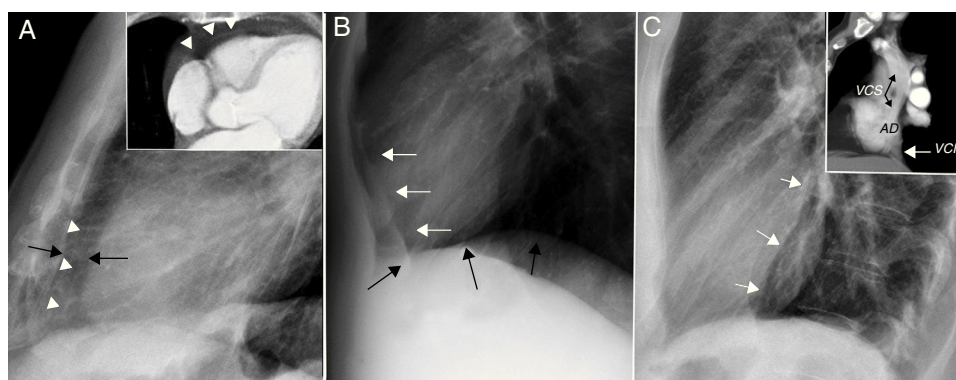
Área cardíaca. A) Radiografía lateral (RL) de tórax con imagen de tomografía computarizada (TC) en la esquina superior derecha. El pericardio (cabeza de flechas) se localiza entre la grasa mediastínica (flecha negra gruesa) y la grasa epicárdica (flecha negra fina). B) Incisura cardíaca en la RL de tórax. Interfaz entre el aire de la parte anteroinferior del pulmón izquierdo y la grasa mediastínica (flechas blancas). El diafragma izquierdo (flechas negras) llega hasta la incisura cardíaca y se produce el «signo de la silueta» con la grasa mediastínica anterior. C) Interfaz de continuidad intercava en la RL de tórax (flechas blancas), con un claro contraste de densidades en la silueta cardíaca. Arriba a la derecha, reconstrucción de TC sagital «promedio» que demuestra la interfaz producida por la vena cava superior (VCS), la aurícula derecha (AD) y la vena cava inferior (VCI).
